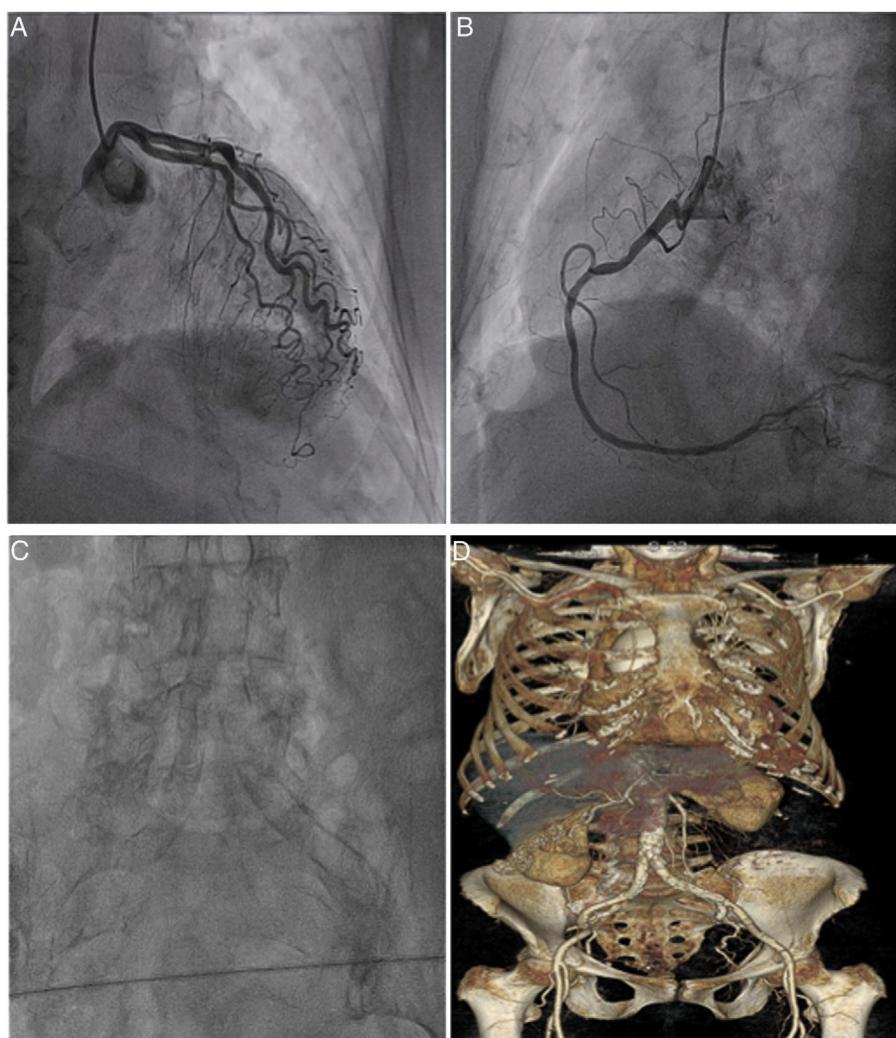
A. Coronariografía izquierda. B. Coronariografía derecha. C. Imagen de Escocia que muestra severa calcificación a nivel ilíaco. D. Imagen de reconstrucción 3D de TAC que muestra la calcificación ilíaca.
